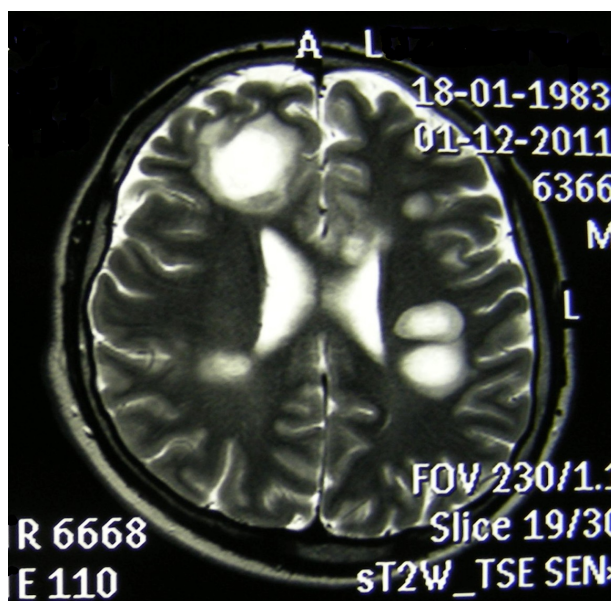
Пацієнт Л., 28 років. Гострий розсіяний енцефаломієліт. За даними МРТ головного мозку виявляло вогнища демієлінізації з перифокальною зоною набряку. У лікворі виявлено EBV (ДНК) + HHV6 (ДНК)
